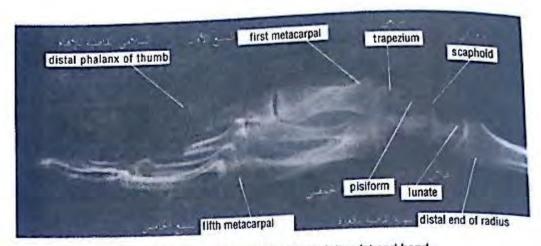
Lateral radiograph of an adult wrist and hand. الشكل (9-70): صورة شعاعية جاتبية لمعصم ويد بالغ.
